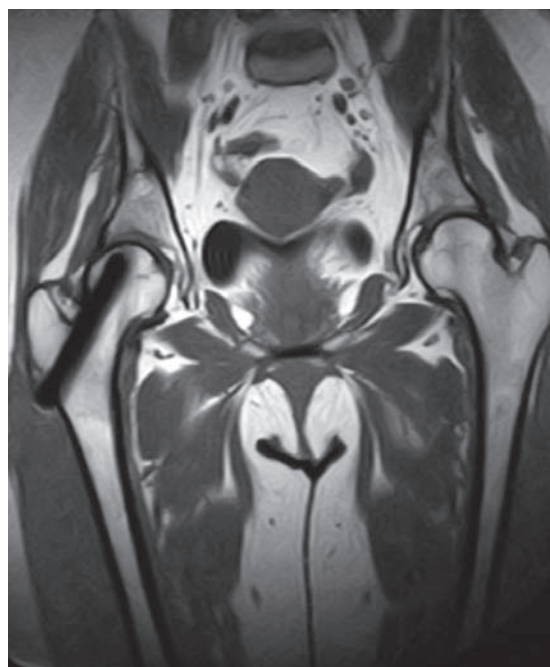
RM bacino a 6 mesi.
